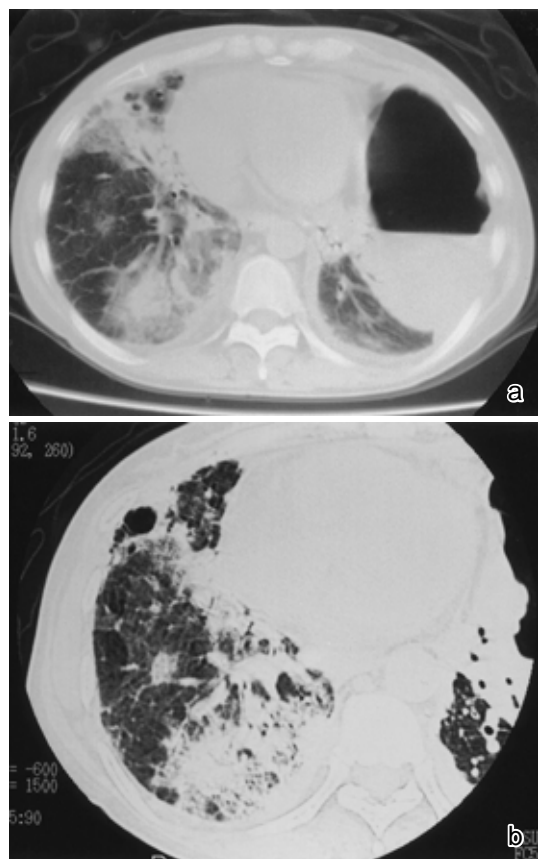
Chest CT at 98 days after admission showing appearance of air-space consolidation in the right lung (b) and an air-fluid level within the cavitory lesion in the left lung (a)
